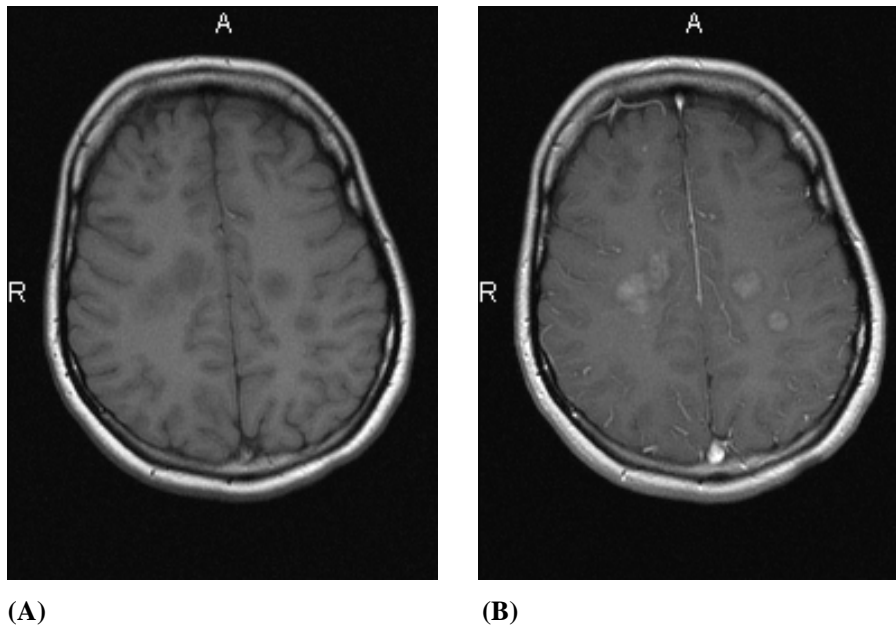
MRT-Befunde einer 25-jährigen Patientin mit MS vom Marburg-Typ (EDSS 4). Zum Zeitpunkt der klinischen Erstmanifestation zeigt die (A) native T1-gewichtete Aufnahme multiple konfluierende Marklagerläsionen mit Kontrastmittelaufnahme in der (B) T1-Wichtung als Zeichen einer Schrankenstörung bei aktiven Läsionen.
